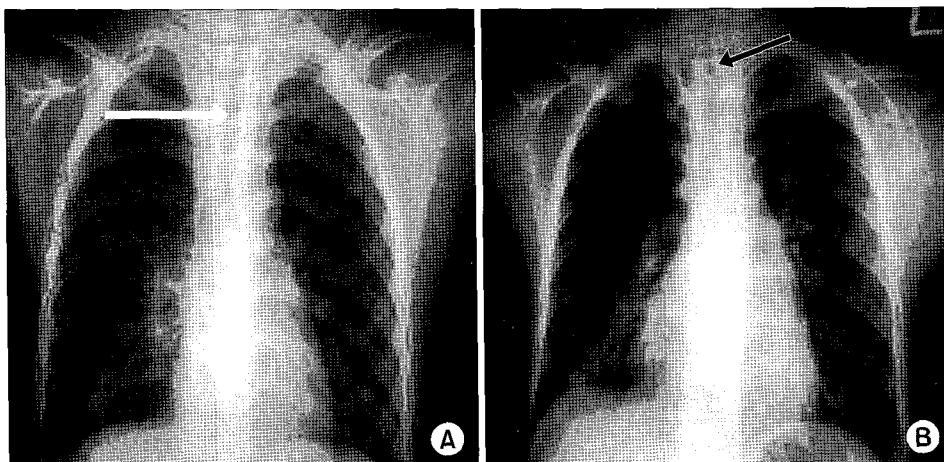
Chest x-ray (A) shows insertion of tracheal stent (white arrow) and chest x-ray (B) shows insertion of tracheal T-tube (black arrow).
